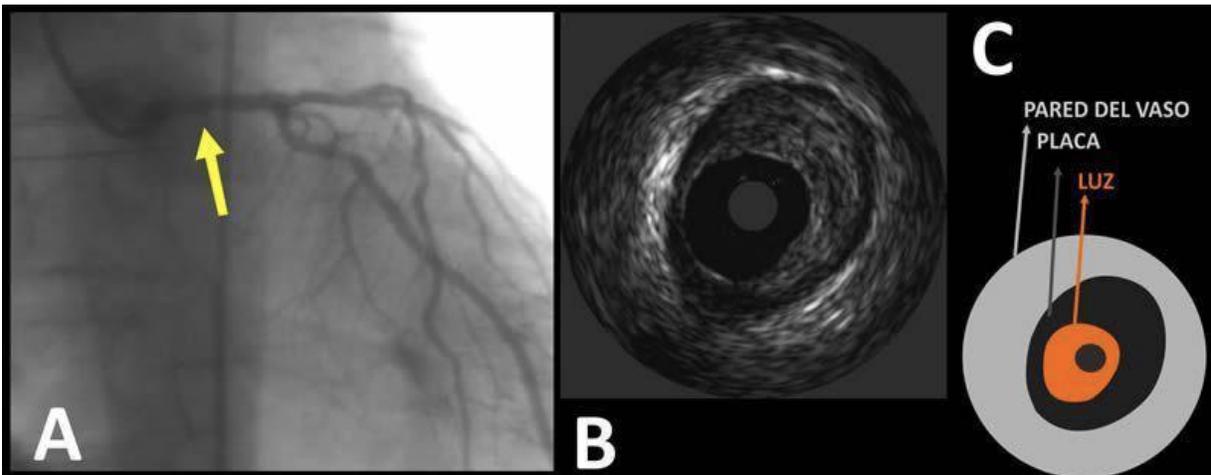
Evaluación de una lesión estenótica mediante ultrasonido intravascular: (A) CCG. (B) IVUS. (C) Representación esquemática del IVUS.
